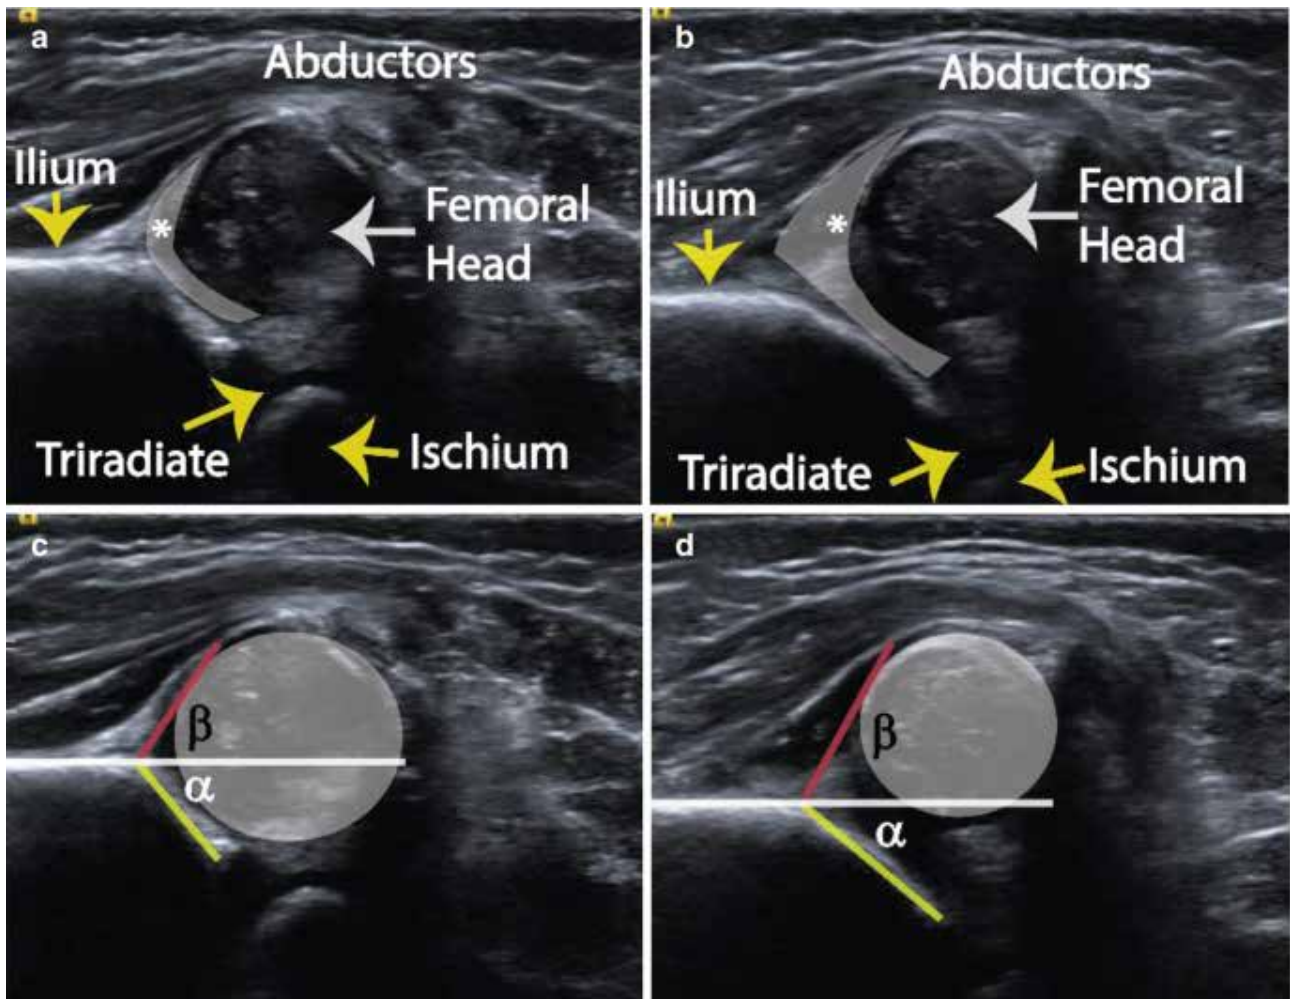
Metoda Graf pentru clasificarea ecografică a displaziei de dezvoltare a șoldului.
